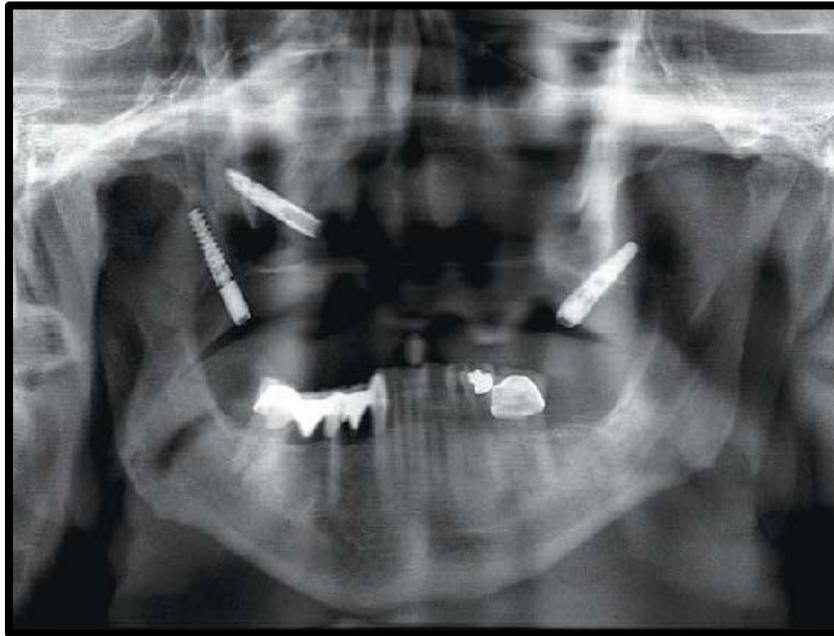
Radiografía panorámica que muestra los implantes pterigoideos con pilares localizadores y un implante en el hueso cigomático derecho.
